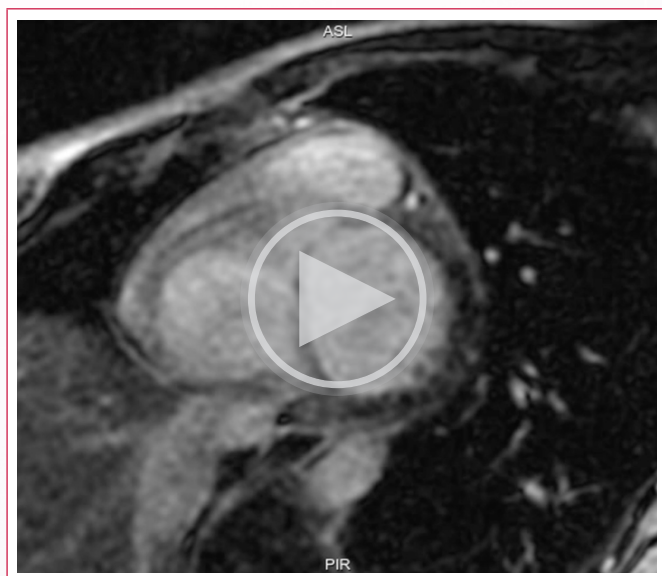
Resonancia magnética cardiaca. Detalle de la secuencia de realce tardío de gadolinio mostrada en el video 4 con realce mesocárdico lineal en el septo y realce subepicárdico en los segmentos basales de cara inferior, inferolateral y anterior, además del segmento medio de cara inferior.
